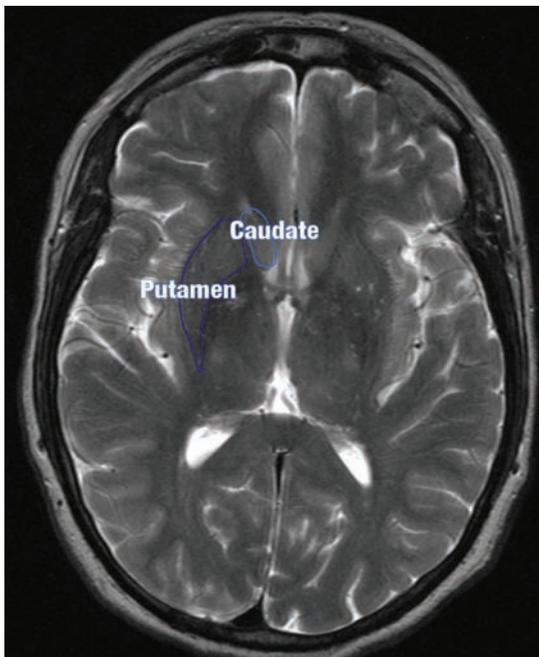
MRI section of brain showing caudate and putamen (striata). The dopaminergic nerve terminals in these structures are affected in Parkinson's Disease and in DLB. There is DaTSCAN uptake in these structures in a healthy individual. In PD and DLB, DaTSCAN uptake is progressively reduced in these structures.
